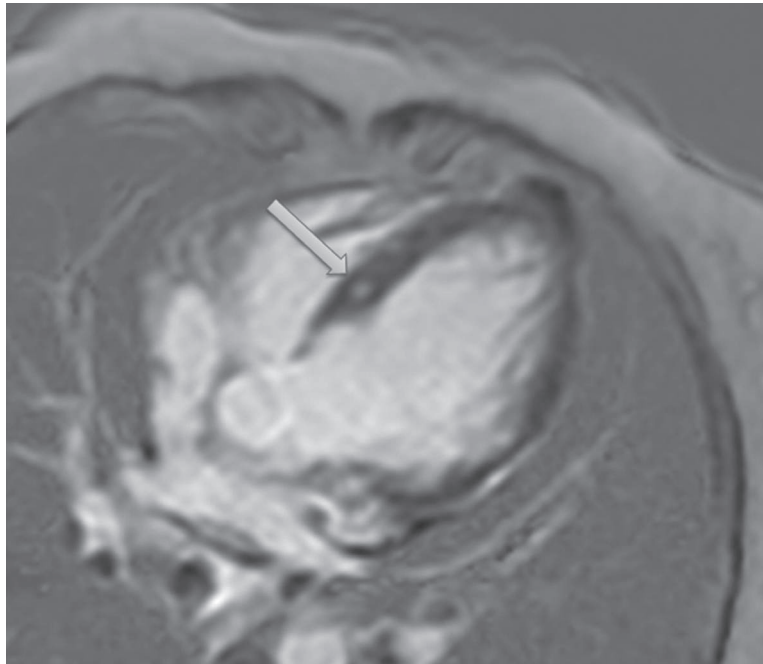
Resonancia magnética cardíaca. Se observan zonas de realce tardío nodular en el septo interventricular (flecha)
